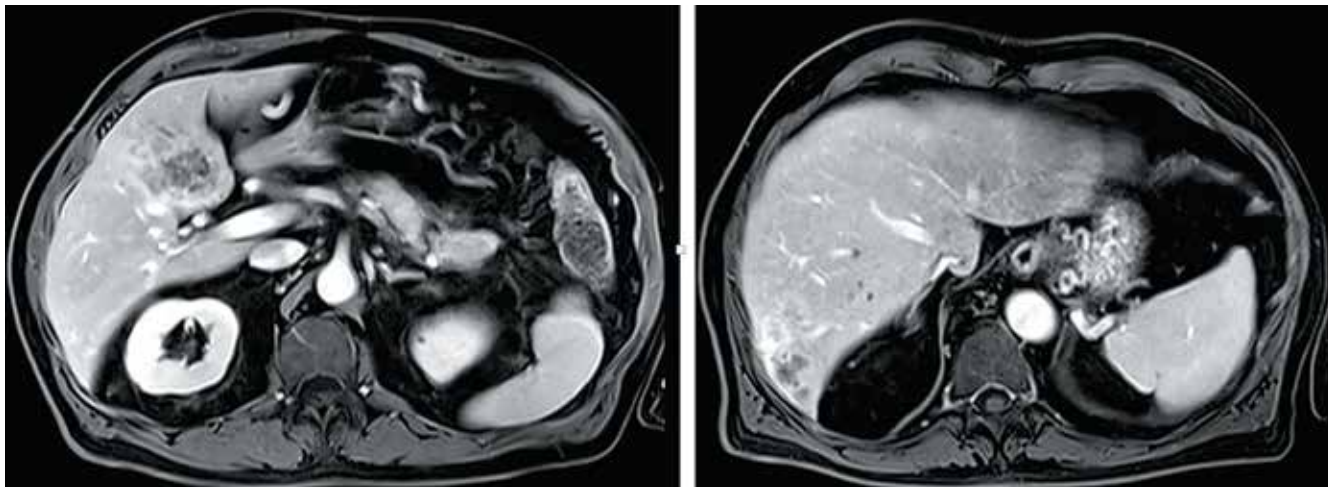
Магнитно-резонансная томография органов брюшной полости. Стабилизация заболевания на фоне проведения 2-й линии химиотерапии (Nab-паклитаксел + гемцитабин)
